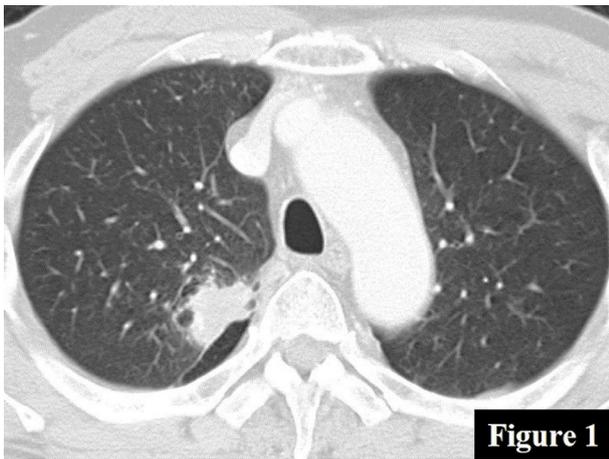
Chest CT showed a tumor in the right upper lobe.
